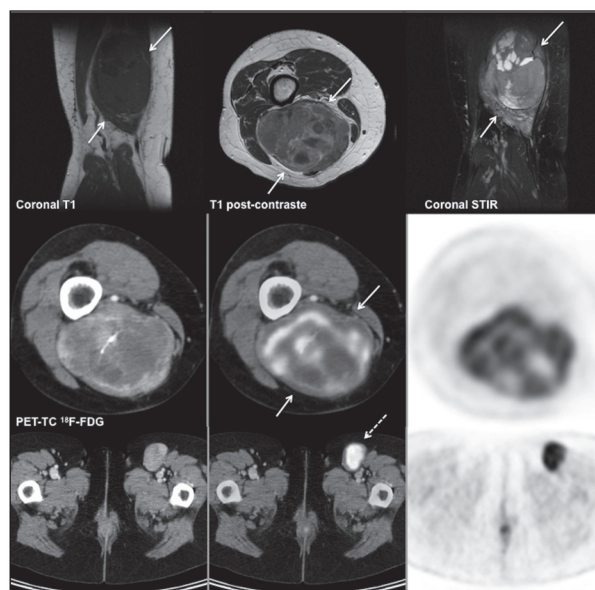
Mujer de 58 años con sarcoma sinovial monofásico grado 3 pT2b entre los músculos de compartimentos medio y posterior del muslo derecho, que se señala con flechas continuas (secuencias T1, postcontraste y STIR de RM, así como cortes transversales de PET-TC ^{18}F -FDG, en los que se aprecia depósito patológico de ^{18}F -FDG). En el estudio de estadificación inicial con PET-TC se observó captación patológica en una adenopatía inguinal izquierda metastásica (flecha blanca discontinua).
